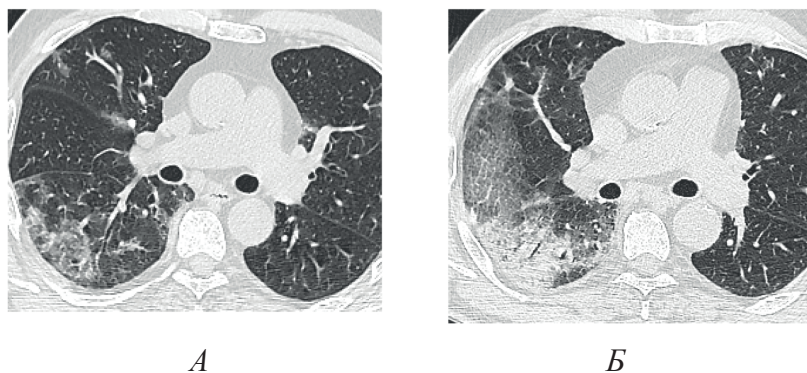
МСКТ ОГК больного У., 68 лет, с COVID-19: а. – через 17 дней после начала заболевания (участки резидуального «матового стекла»); б. – через 24 дня (повторная консолидация легочной ткани)
